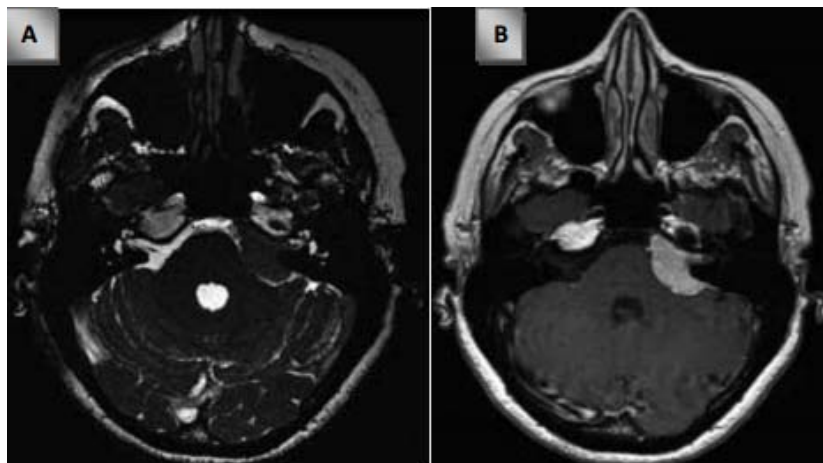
Coupe axiale d'IRM montrant une image iso intense T2 au niveau de l'APC gauche (A), et en T1 prenant le produit de contraste (B). [65].
